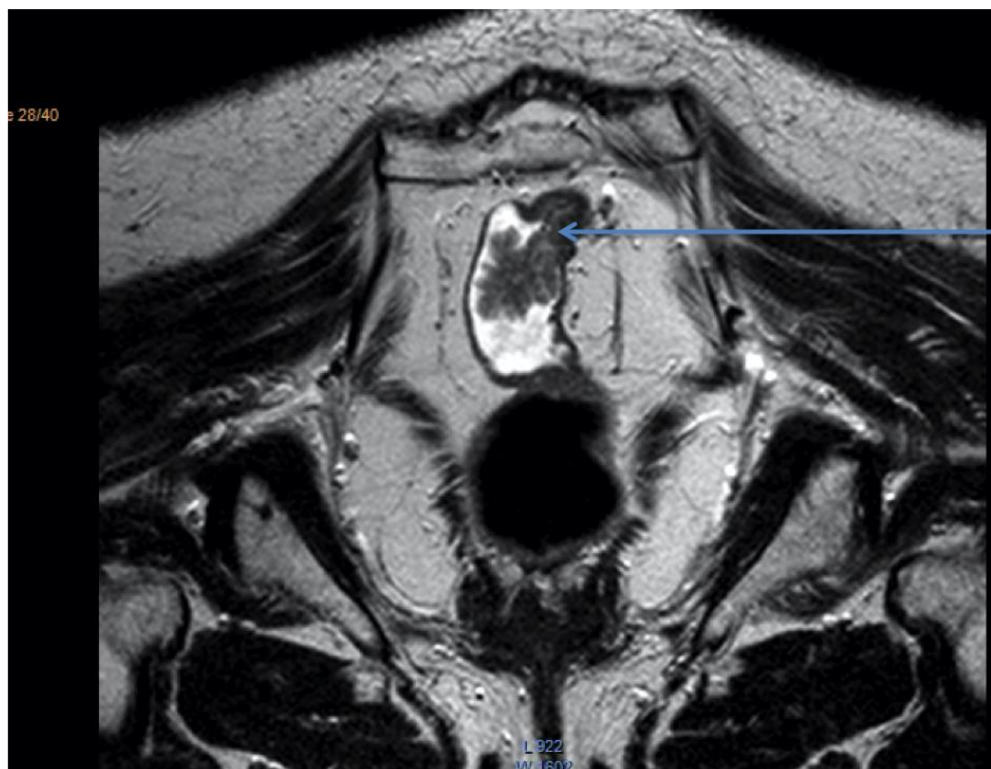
МР-томограмма пациентки Б., 33 лет, и/б 5494-15. Диагноз: САТК. Ворсинчатая опухоль прямой кишки с признаками малигнизации и инфильтрацией подслизистой основы mrT1.
